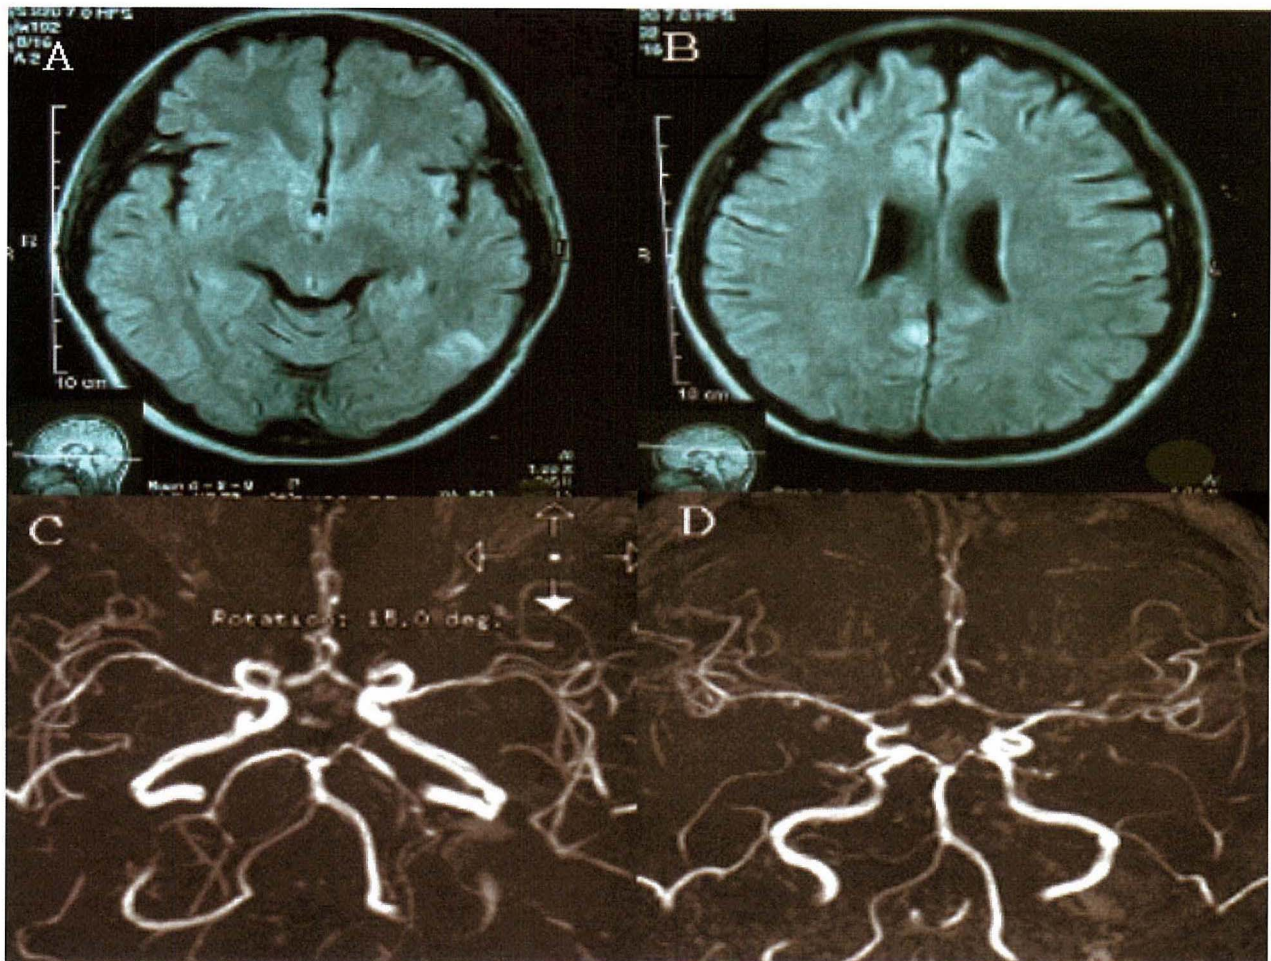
The Axial T2-weighted MRI in patient performed 3 days after symptom onset, shows multiple scattered hyperintense lesions on the left parietal and bilateral occipital area(A, B). Magnetic resonance angiography in patient performed 4 days after symptom onset, shows multifocal segmental narrowing in bilateral middle cerebral arteries and posterior cerebral arteries(C, D).
